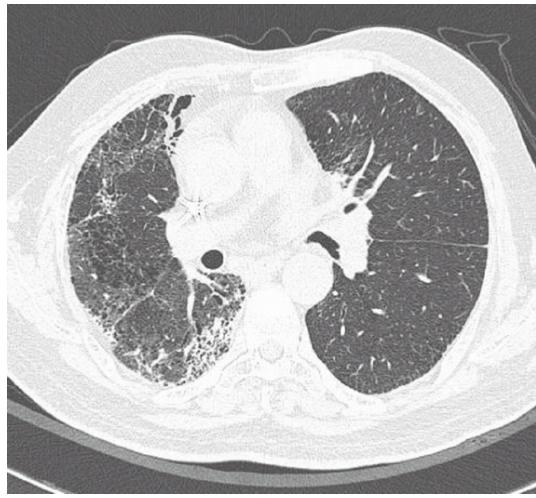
HR CT after prednisolone treatment. The ground glass opacification and septal thickening are markedly reduced.
